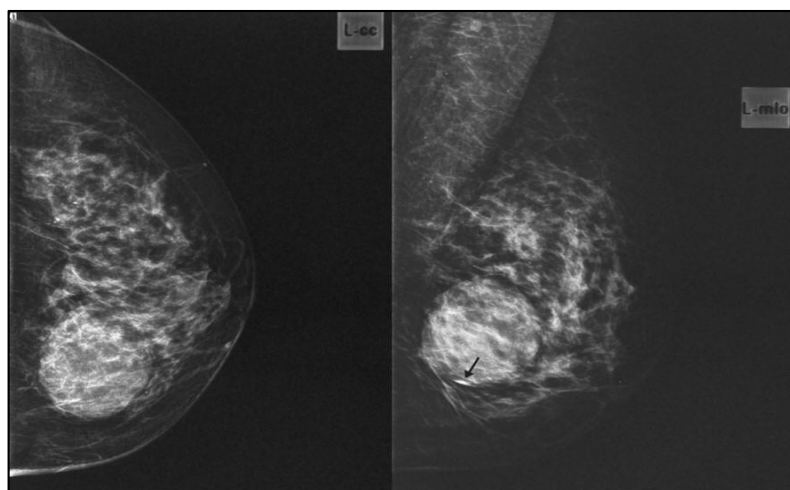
Radiografía de un quiste mamario.
